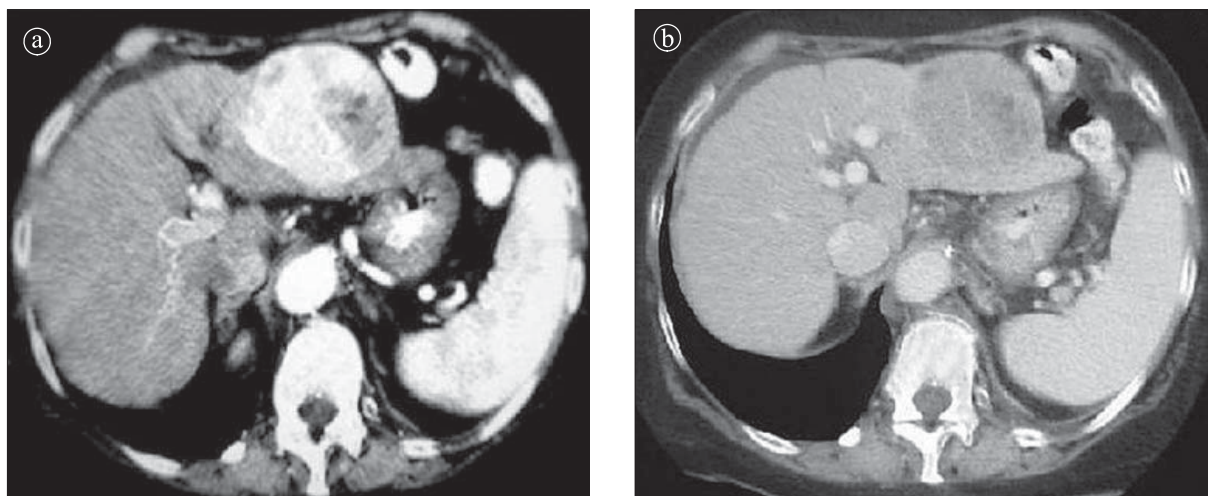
Adenom hepatic. Secțiune axială CT. a) postcontrast – faza arterială; b) postcontrast – faza venoasă. Masă tumorală care produce boselură pe contur, proiectată la nivelul segmentului II hepatic, cu aspect heterogen, predominant hipodens, cu încărcare importantă heterogenă în timp arterial hipofixantă în timp portal.
